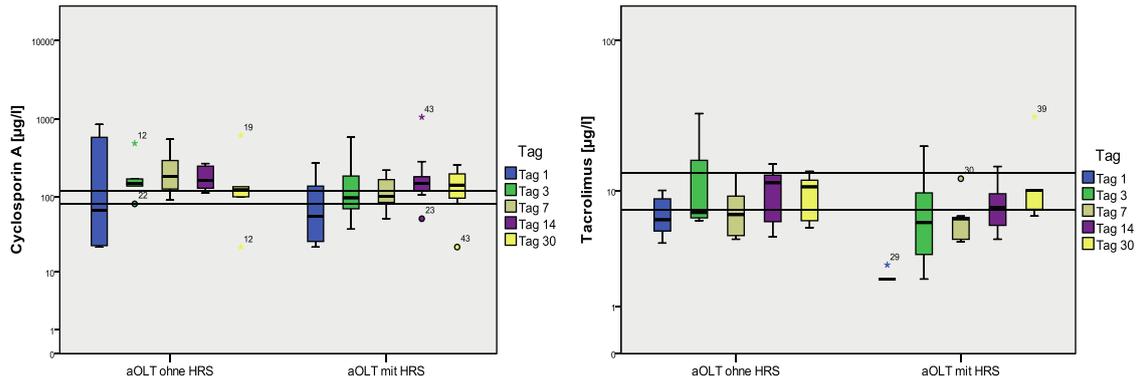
Übersicht der Immunsuppressiva und ihrer Wirkspiegel (CsA = Cyclosporin A; GC = Glucocorticoide; IL2 = Interleukin-2-Rezeptorantagonist; MMF = Mycophenolatmofetil; EV = Everolimus; TC = Tacrolimus)
